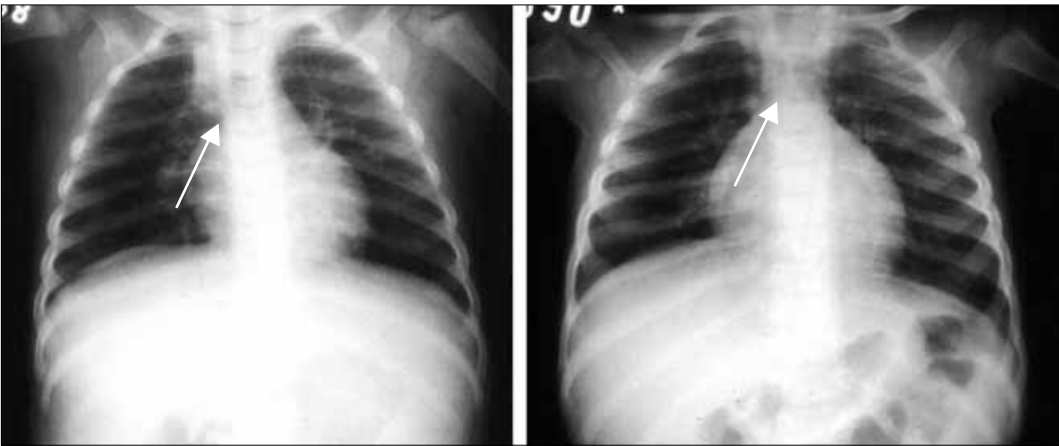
A) Radiografia normal de tórax como sombra tímica; B) Radiografia de tórax em paciente com IDCG e ausência de sombra tímica.
